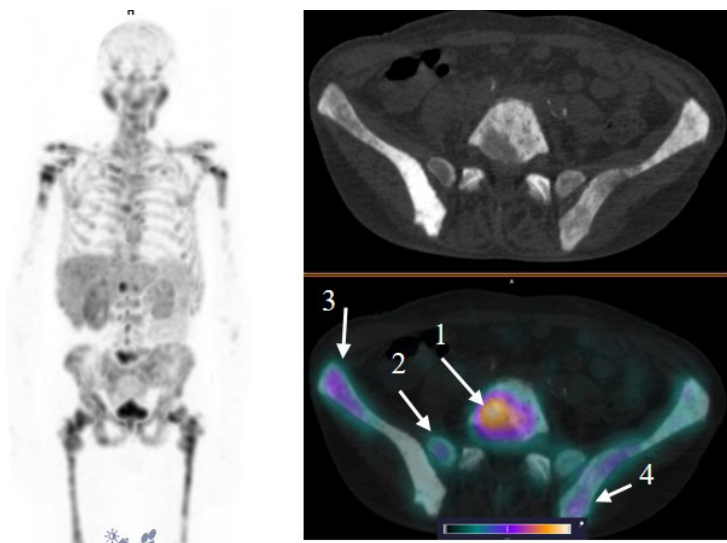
MIP-реконструкция, КТ и совмещенное ОФЭКТ/КТ изображение больного кастрат-резистентным раком предстательной железы с множественными метастазами в кости через 2 ч. после инъекции  $[^{99m}\text{Tc}]\text{Tc-HYNIC-PSMA}$ . На ОФЭКТ-КТ-изображении стрелкой отмечено накопление РФЛП в патологических очагах: L5 (1) SUV<sub>max</sub> 22,8; боковые массы крестца справа (2) SUV<sub>max</sub> 9,7; подвздошная кость справа (3) SUV<sub>max</sub> 13,4; подвздошная кость слева (4) SUV<sub>max</sub> 10,4
